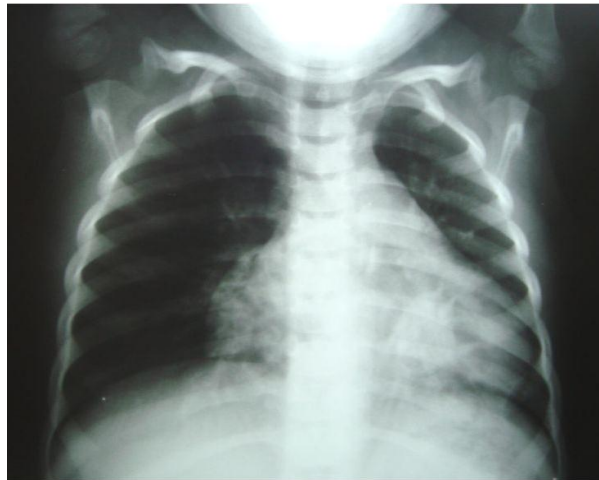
Patient 3 : Radiographie thoracique de face
